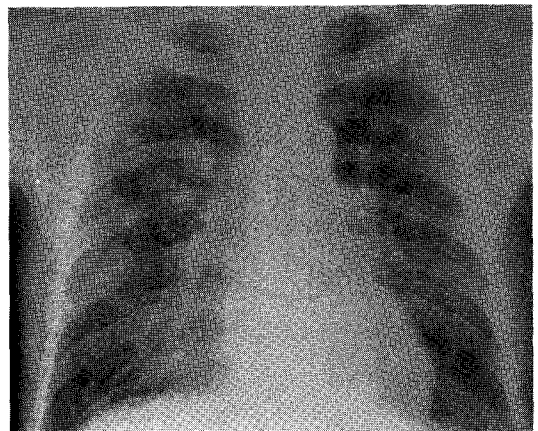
Chest radiograph on admission shows multiple varying-sized nodular densities in both lung fields.
